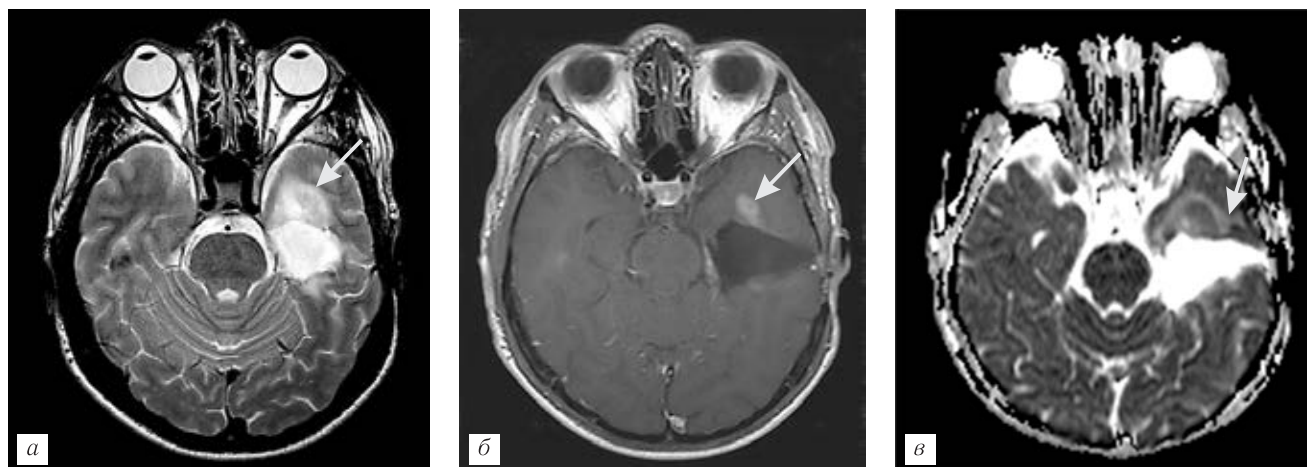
Пациент Ш., 40 лет, после комбинированного лечения анапластической астроцитомы левой височной доли, 27 месяцев после окончания ЛТ. У переднего полюса послеоперационной кисты расположен очаг патологически измененного МР-сигнала, интенсивно контрастирующий контрастное вещество (а, б, стрелки). Очаг отличается пониженным сигналом на карте ИКД (ИКД=989) (в, стрелка). Диагноз: продолженный рост опухоли. Истинно-положительный результат диффузионно-взвешенной МРТ.
